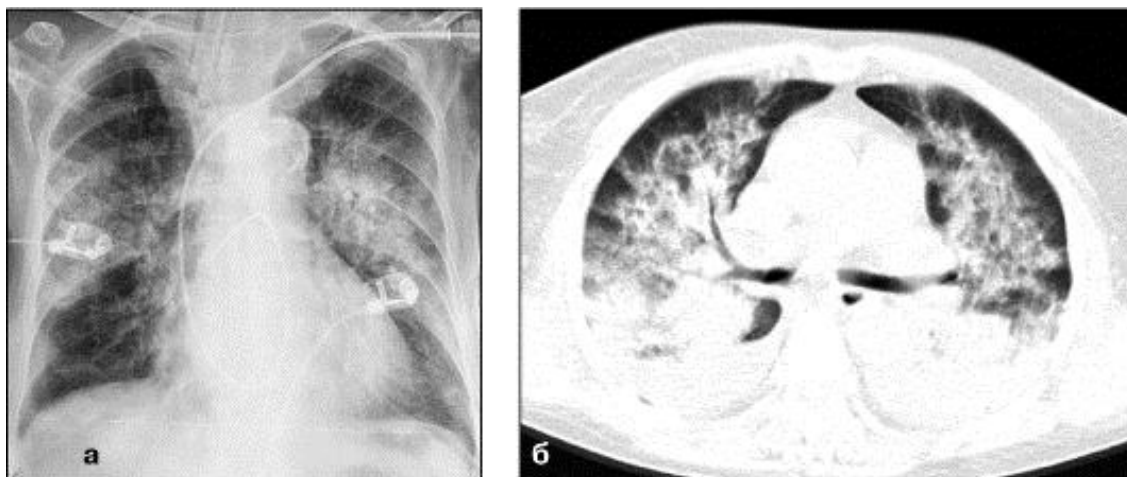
Рентгенограмма в прямой проекции и КТ ОГК: альвеолярный отёк лёгких
